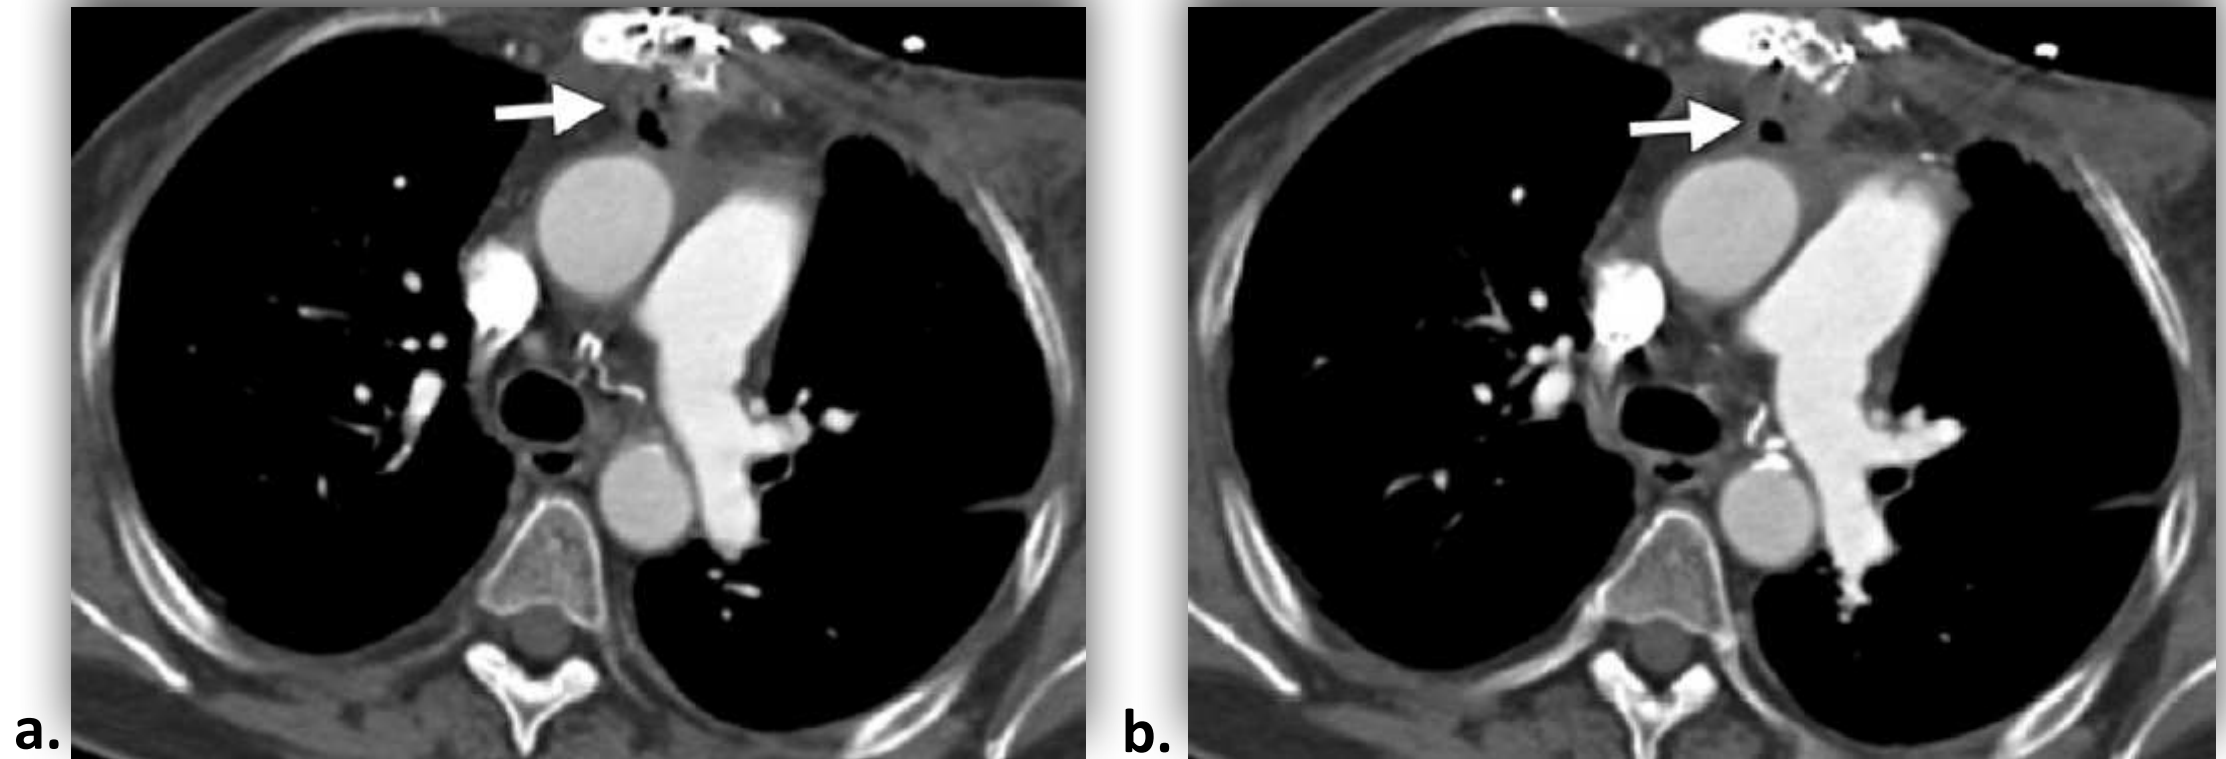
Absceso peri - injerto aproximadamente 6 semanas tras reemplazo valvular aórtico. TC axial con contraste en cortes contiguos a nivel de la aorta ascendente proximal, que muestra líquido y pequeñas colecciones de gas (flechas blancas) subyacentes a una esternotomía media, compatibles con absceso.
